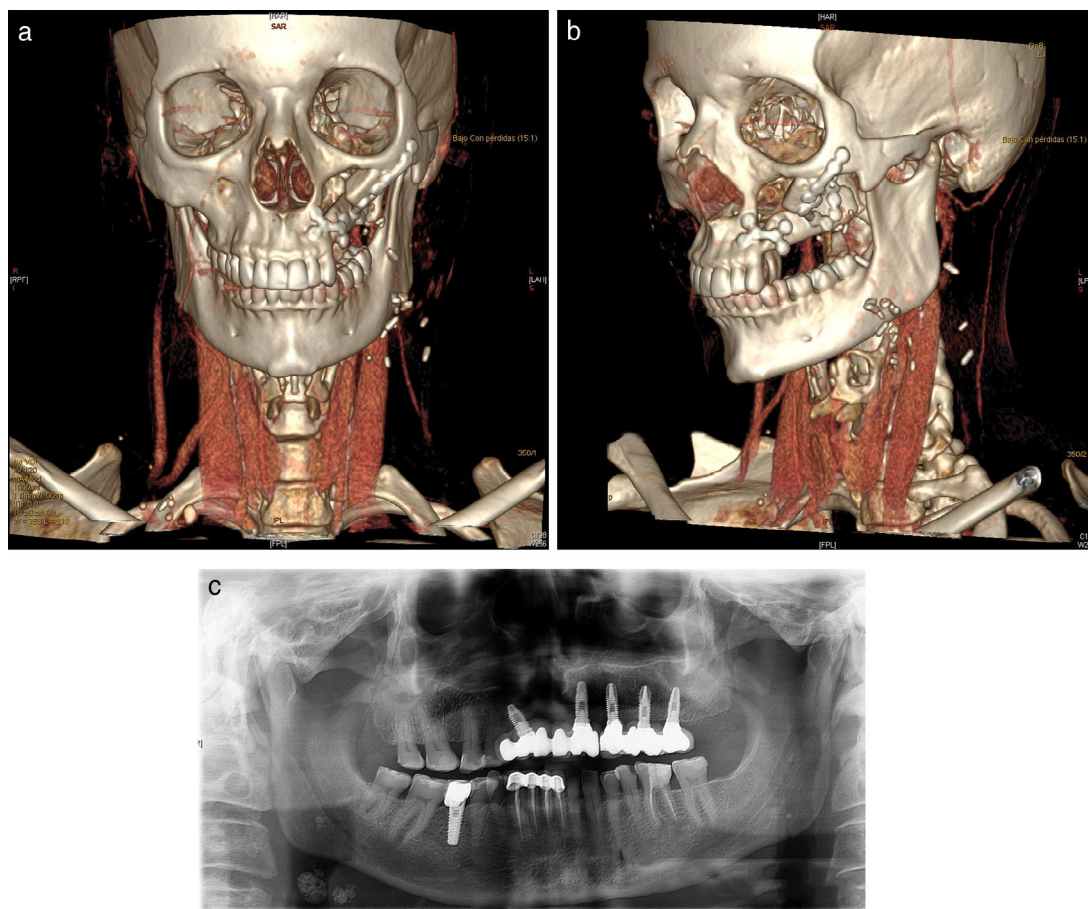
a) TC con reconstrucción 3 D que muestra el colgajo de peroné. b) TC con reconstrucción 3 D que muestra el colgajo de peroné (vista lateral). c) OPG posterior a rehabilitación con IOI.
